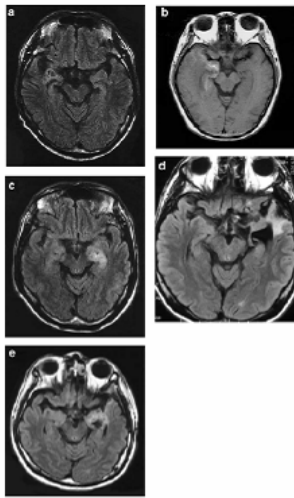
MRI of 1-5 (a-e, respectively), each depicting a lesion in the unilateral (case 1 and 2, right; case 3-5, left) amygdala.
